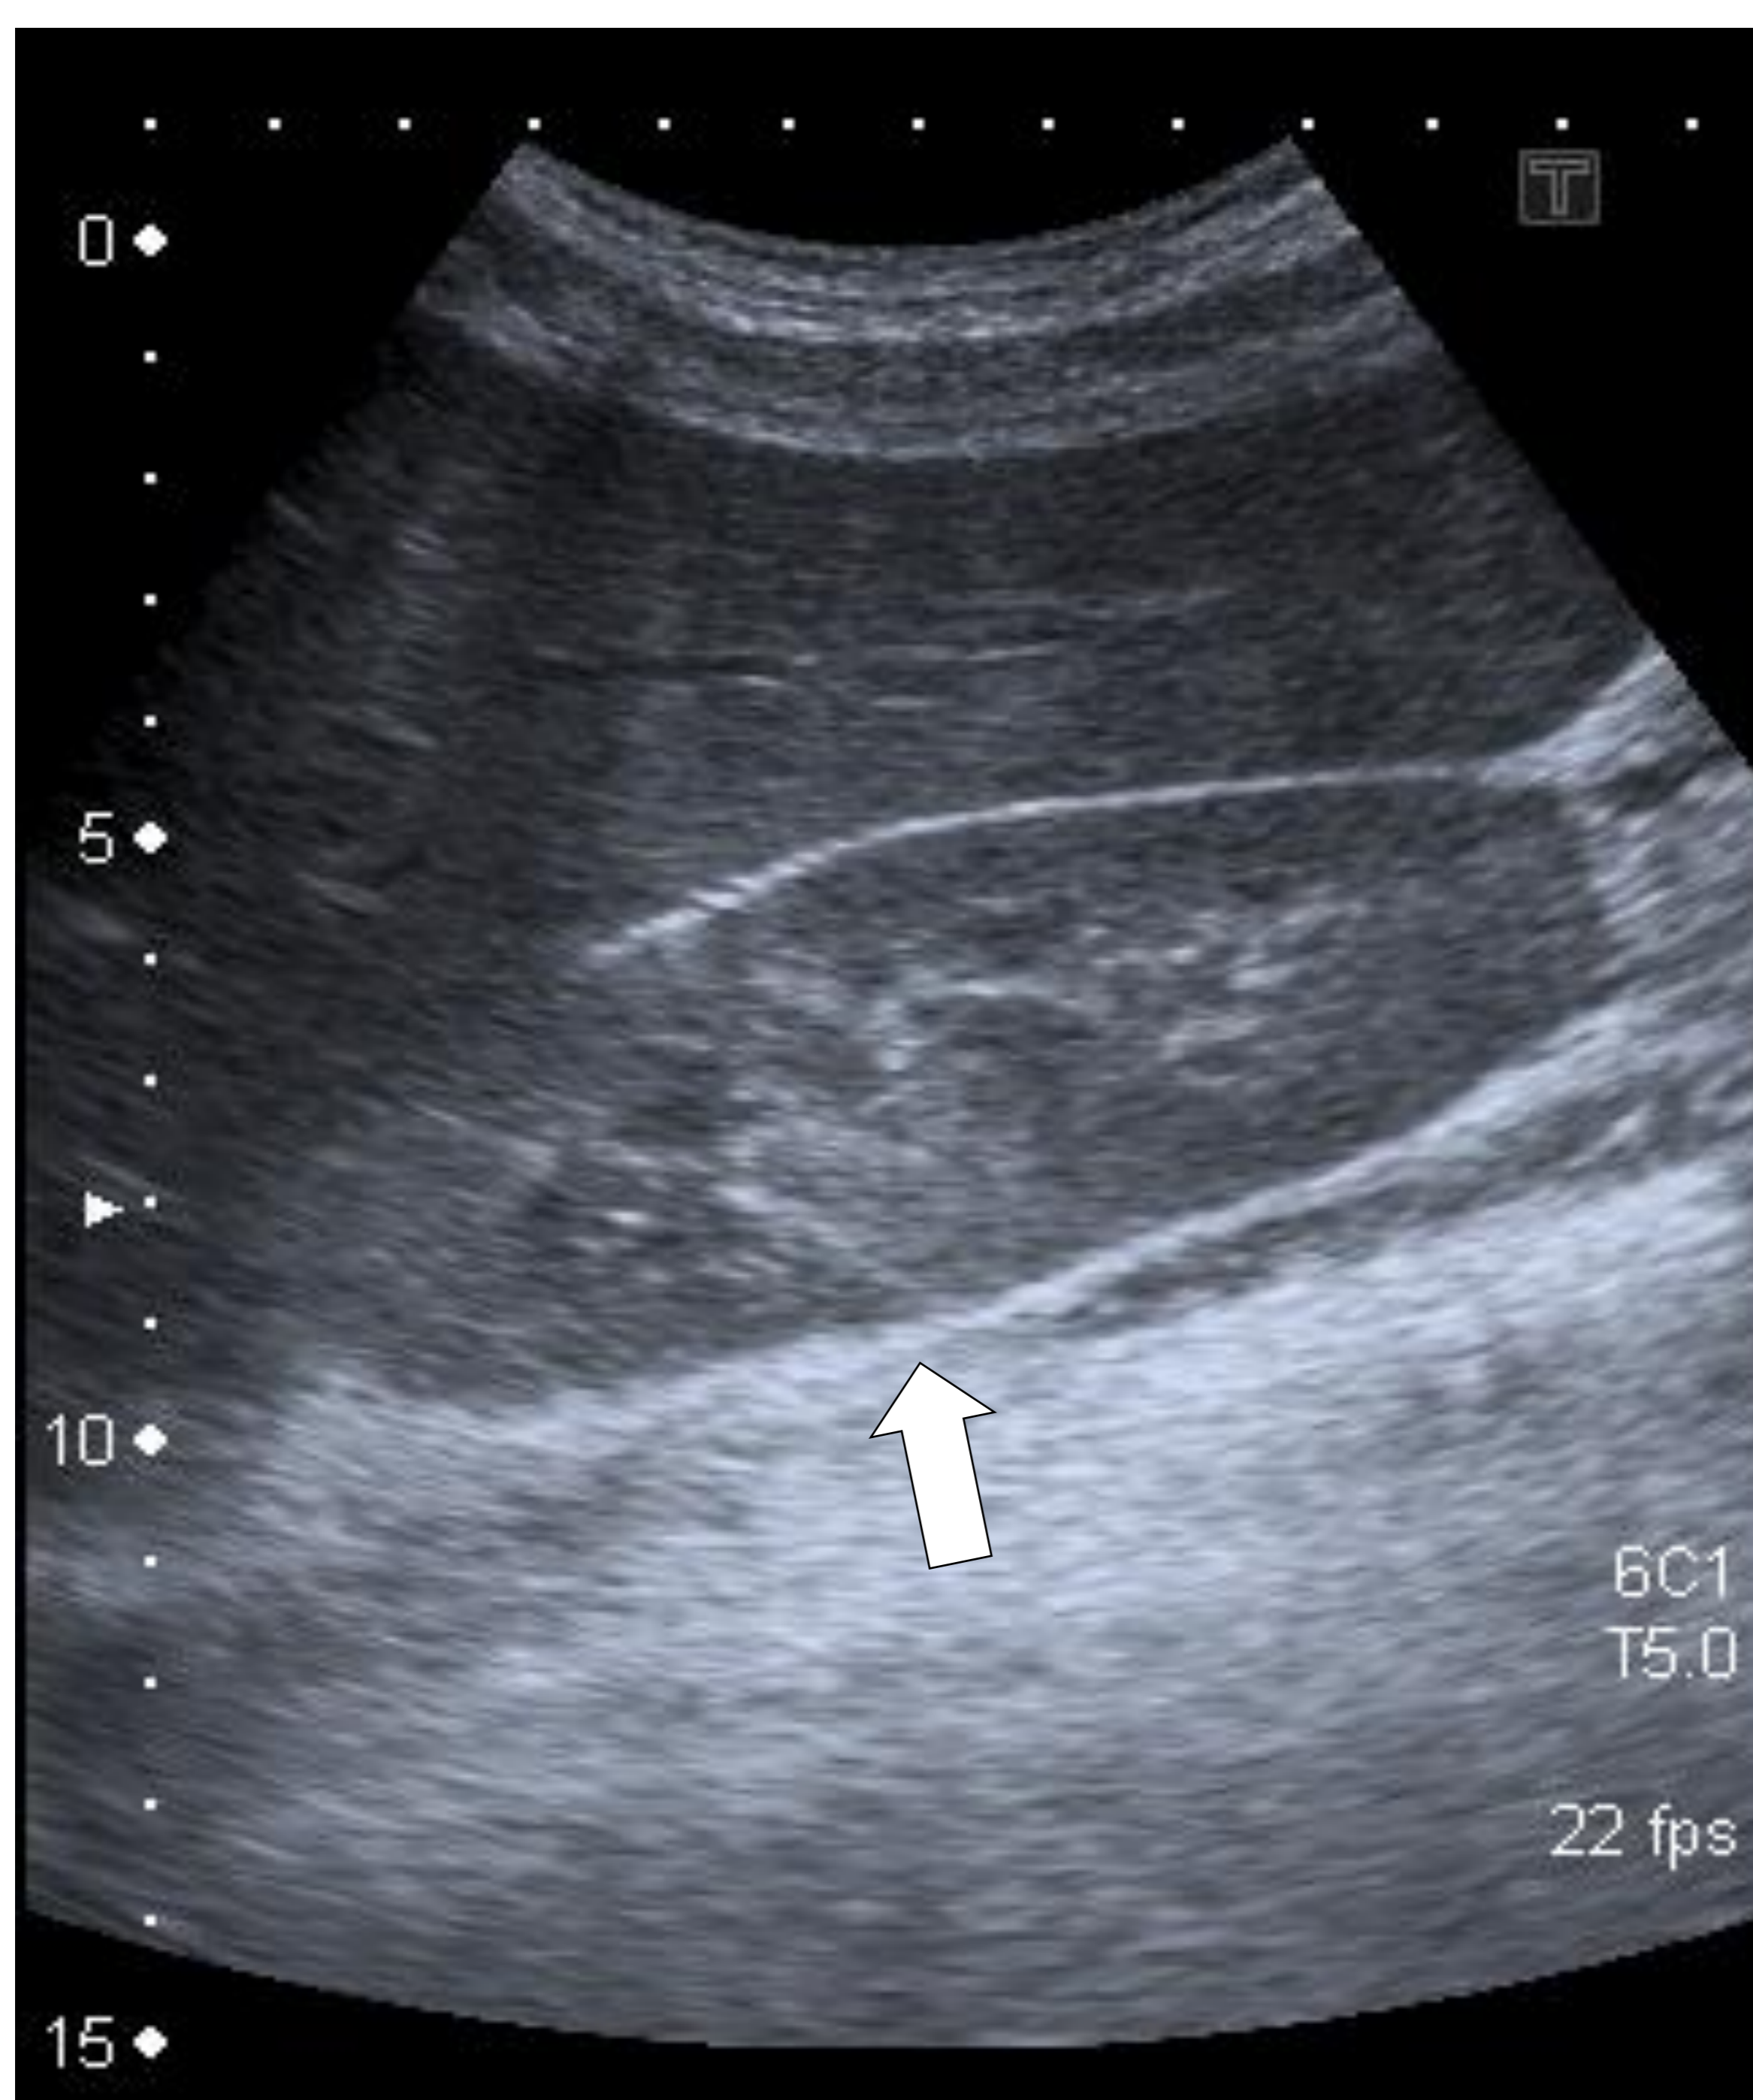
Ecografía de PNA no complicada.
